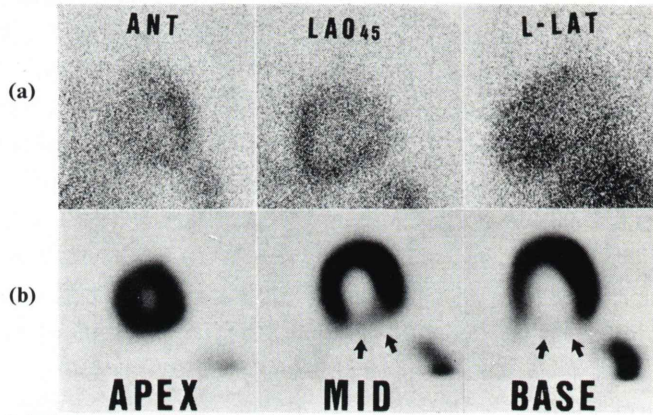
Scintigram of $^{201}\text{TlCl}$ (case 1). (a) Planar images. (b) Transaxial images of the dual energy SPECT using energy peak of ^{201}Tl .
